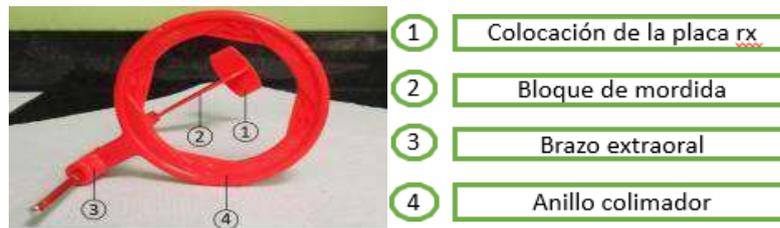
Paralelizador para radiografías de aletas de mordida.
